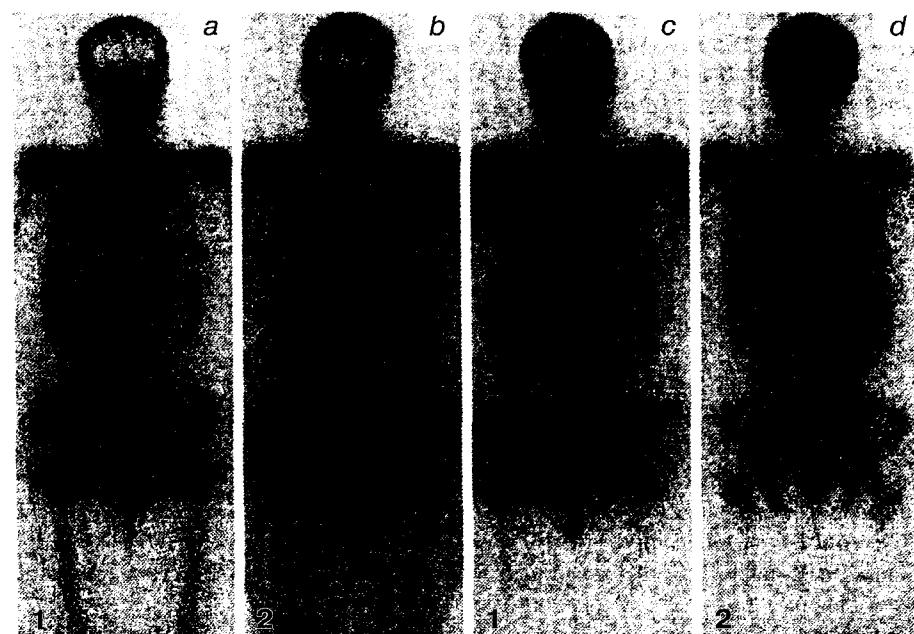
Сцинтиграммы больной Ф., 50 лет.
